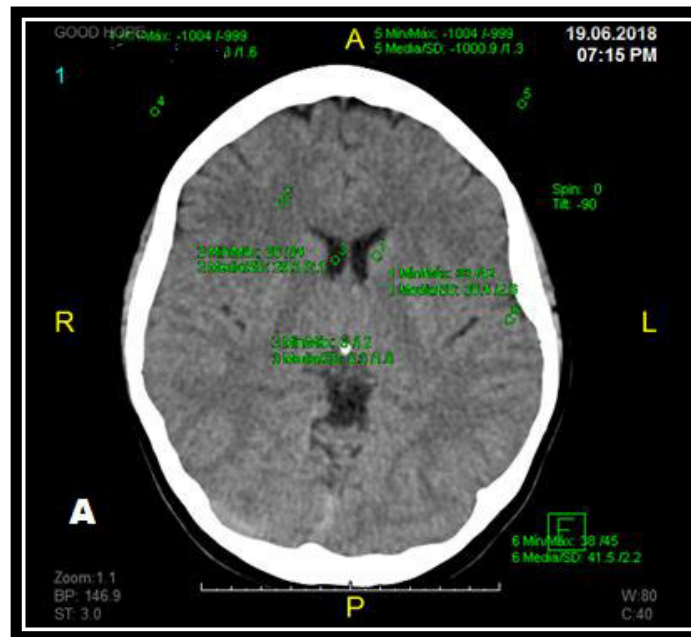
Corte axial de tomografía cerebral simple de una mujer de 32 años con reconstrucción FBP (A) e IRIS (B) en la que vemos varios ROIs posicionados en sustancia gris, sustancia blanca, LCR y aire, comparando los valores se interpretan como aumento del ruido en el grupo de reconstrucción con FBP frente a IRIS
